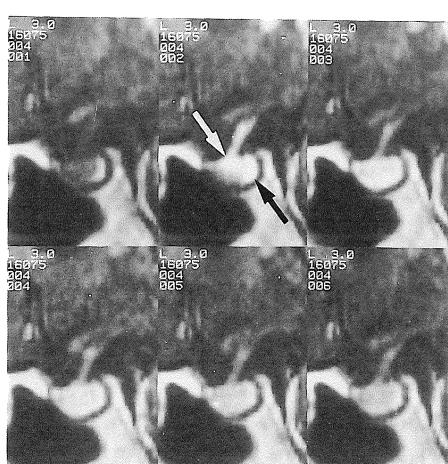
Dynamic MR images of the normal pituitary gland. The posterior pituitary is enhanced earlier than the anterior pituitary because of its direct arterial supply (black arrow). The anterior pituitary is subsequently enhanced from its superior portion because it is supplied by the hypophyseal portal system (white arrow).
